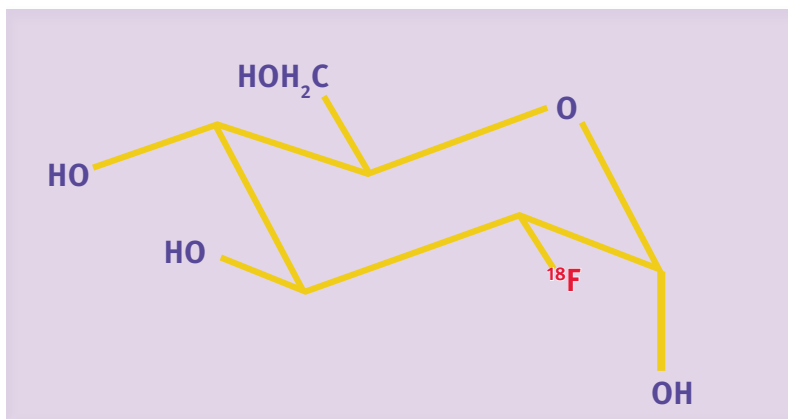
Fluorodeoxyglucose-18F oder abgekürzt FDG, der am häufigsten genutzte Tracer für PET/CT Untersuchungen, bei dem die Hydroxylgruppe in Position C2 durch das Radionuklid Fluor-18 ersetzt ist
